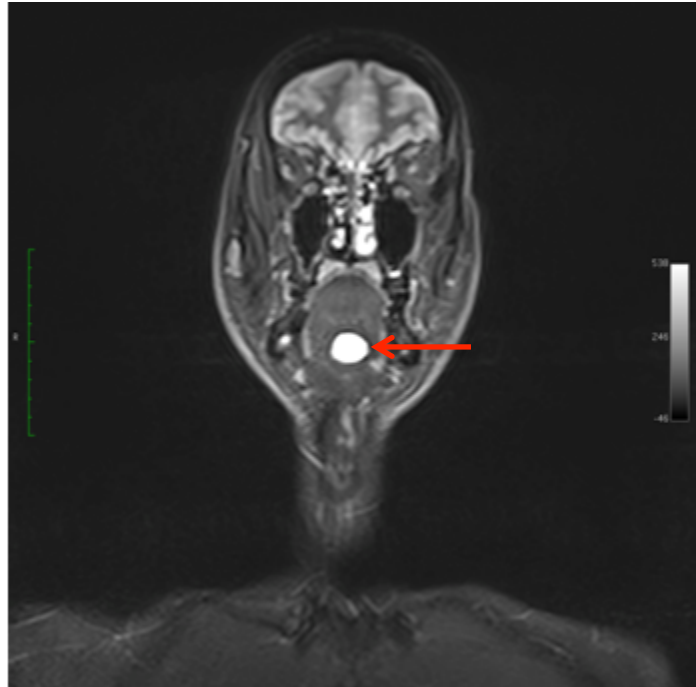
Coronare MRT Schichtaufnahme mit Darstellung einer zystischen sublingualen Raumforderung (roter Pfeil) bei einem 44-Jährigen männlichen Probanden
